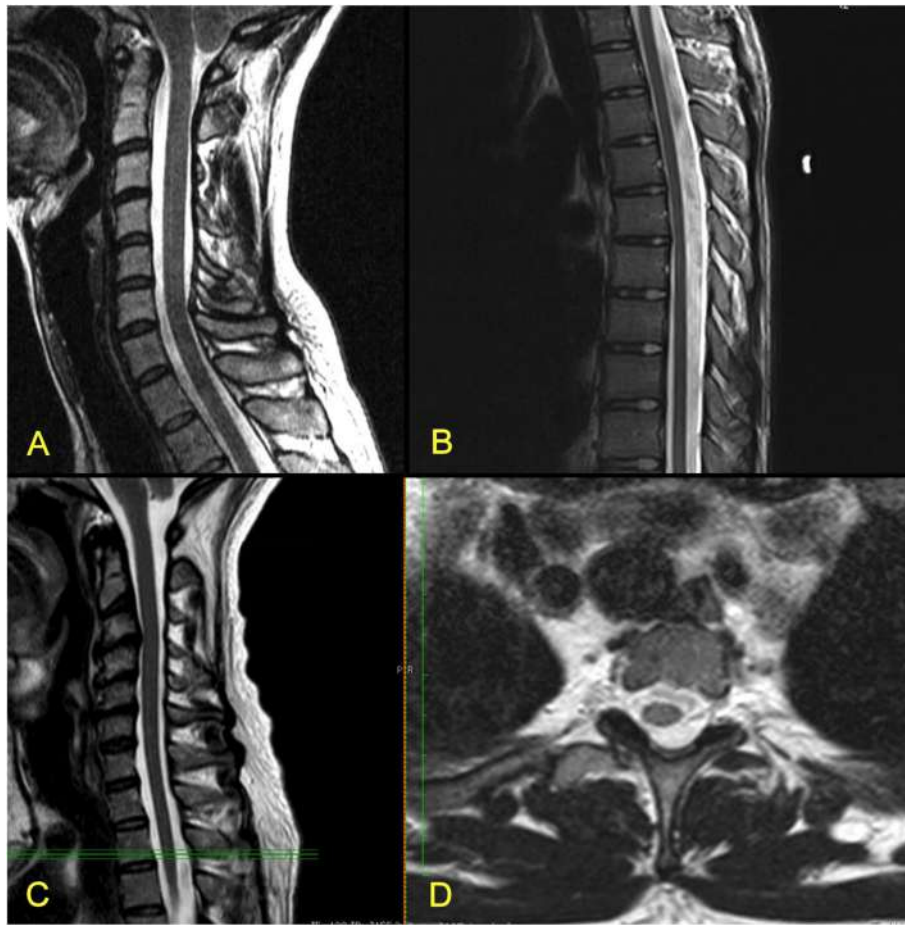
Cortes de Ressonâncias Magnéticas mostrando características de Medula Espinhal Tensa (A, C – medula cervical; B – medula dorsal) e Medula Espinhal Lateralizada (D, na altura marcada com linhas verdes em C).
